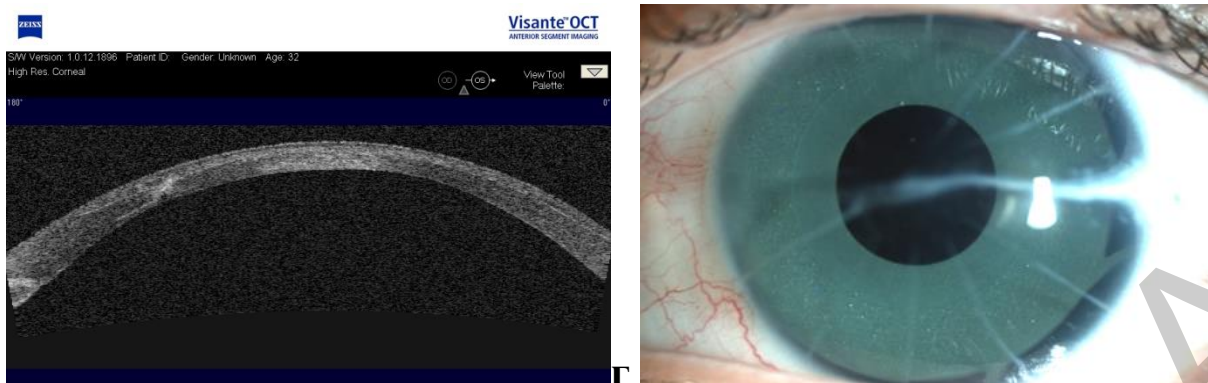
Пациент В., 32 г., с посттравматической аниридией, центральным рубцом роговицы, гемофтальмом: а, б – гемофтальм после травмы $vis=0,01$; в – после субтотальной витрэктомии и имплантации ИХД $vis=0,1$ $cyl+4,5$ $ax22^\circ = 0,6$; г – срез роговицы на оптическом когерентном томографе, визуализируется рубец роговицы; д – после ЛАЗИК $vis=0,5$ $sph+ 0,75$ $cyl-1,0$ $ax72^\circ = 0,6$
